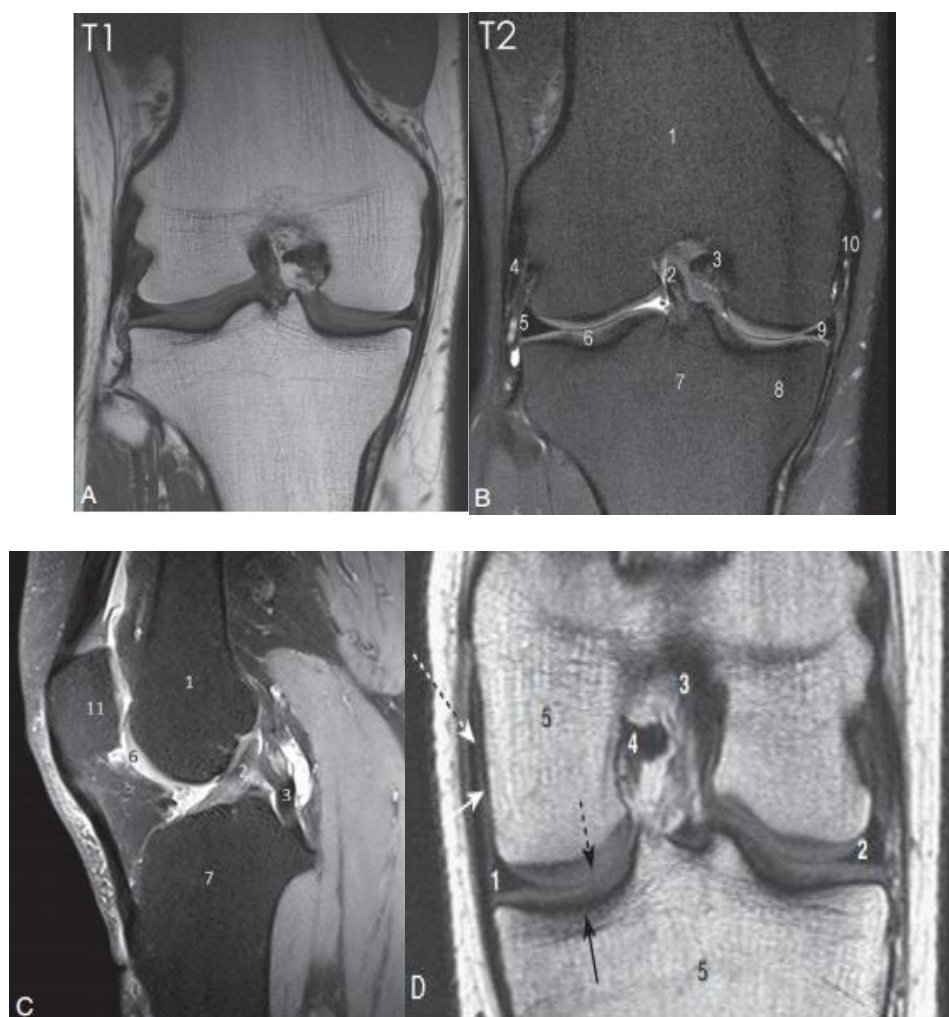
IRM du genou coupes coronales T1 (A), T2 (B) , sagittale T2 (C) et coronale pondérée en T1(D) .[11], [13]
